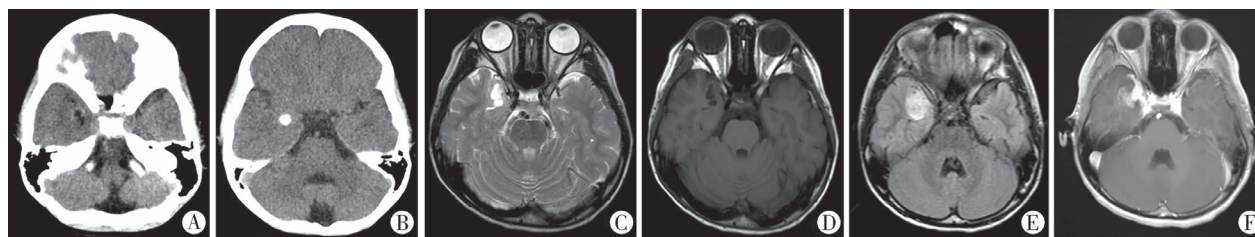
DNT 患者典型影像学图片 注 A:CT 提示右侧颞叶低密度改变;B:CT 提示右侧颞叶高密度改变;C:MRI T2WI 高信号;D:MRI T2WI 低信号;E:MRI Flair 高信号;F:MRI + C 中等强化
